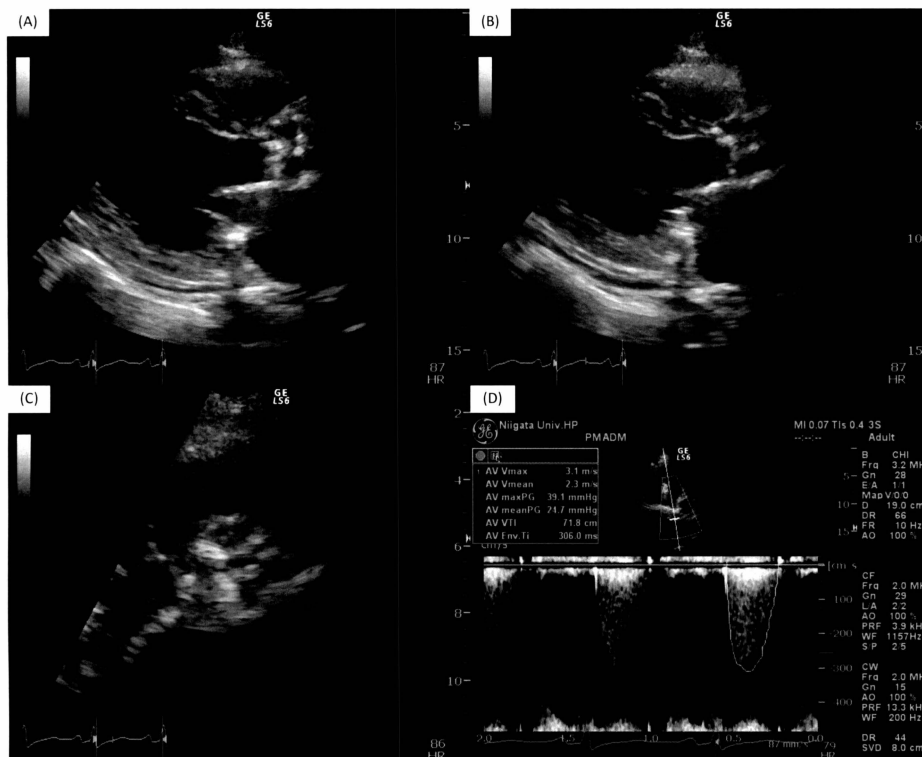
転科時の経胸壁心エコー検査 A) 傍胸骨長軸拡張末期像 B) 傍胸骨長軸収縮末期像 C) 傍胸骨短軸像 D) 大動脈弁下連続波ドップラー所見
